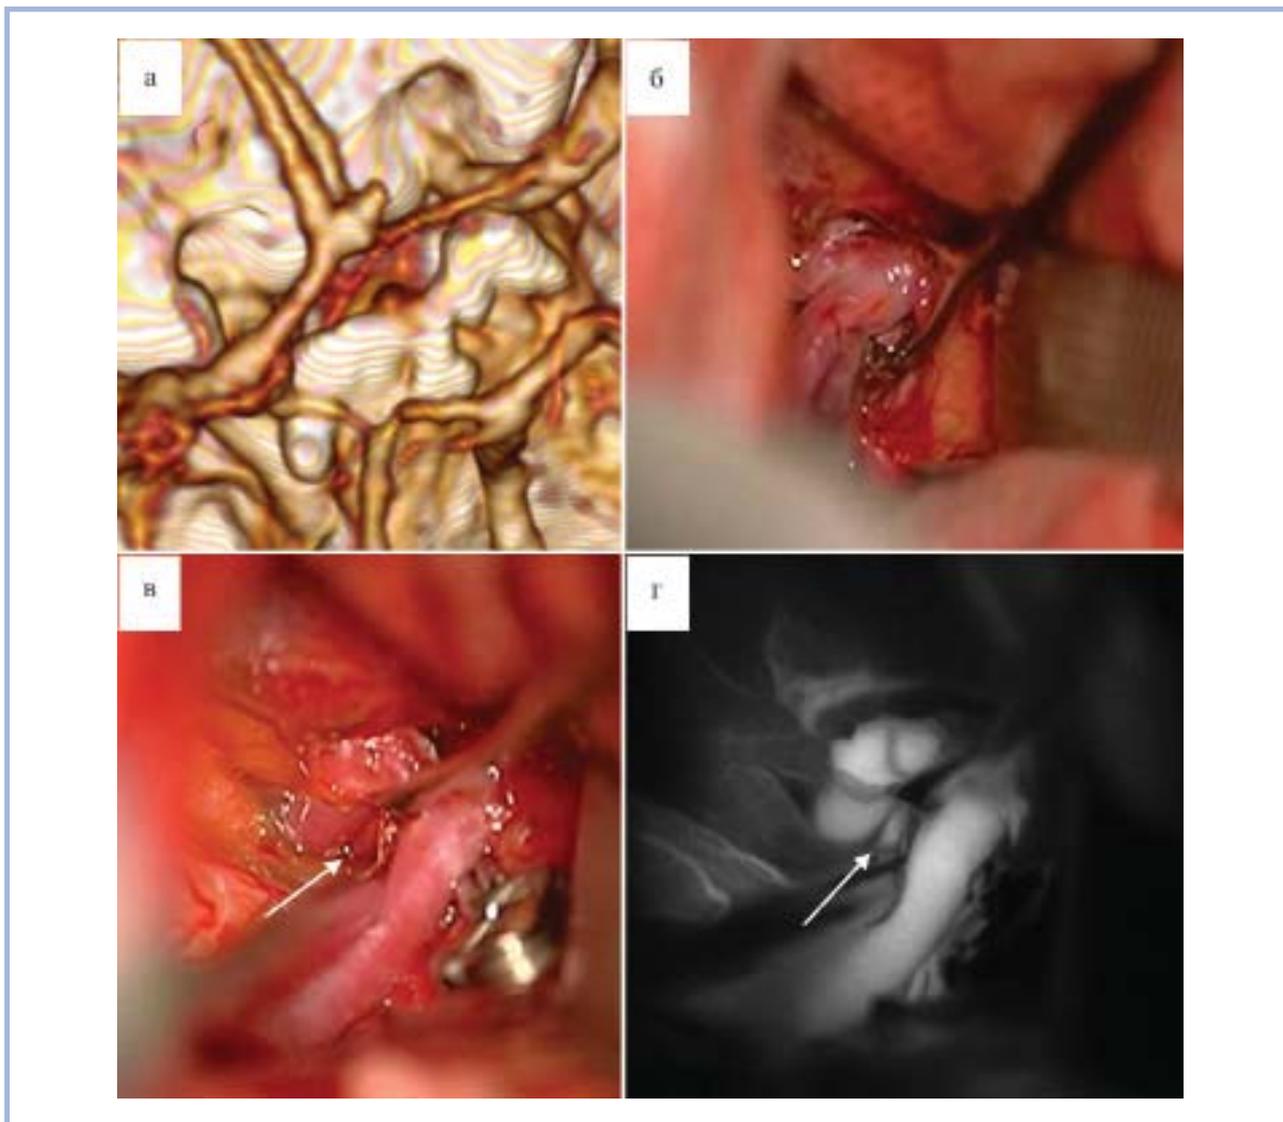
СКТ-ангиография больной М. (№13).
